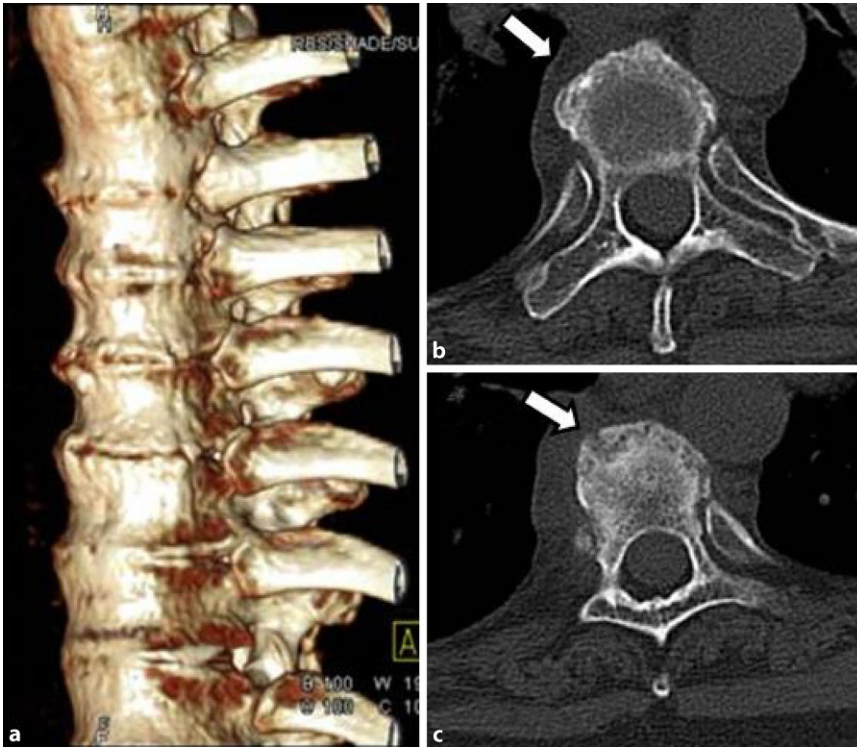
▲ Spondylarthritis hyperostotica pustulo-psoriatica (CT: a ventraleitige hyperostotische Knochenleisten, b osteophytäre spikulöse Formationen/Ossifikationen an den Wirbelkörpern im Querschnitt)
